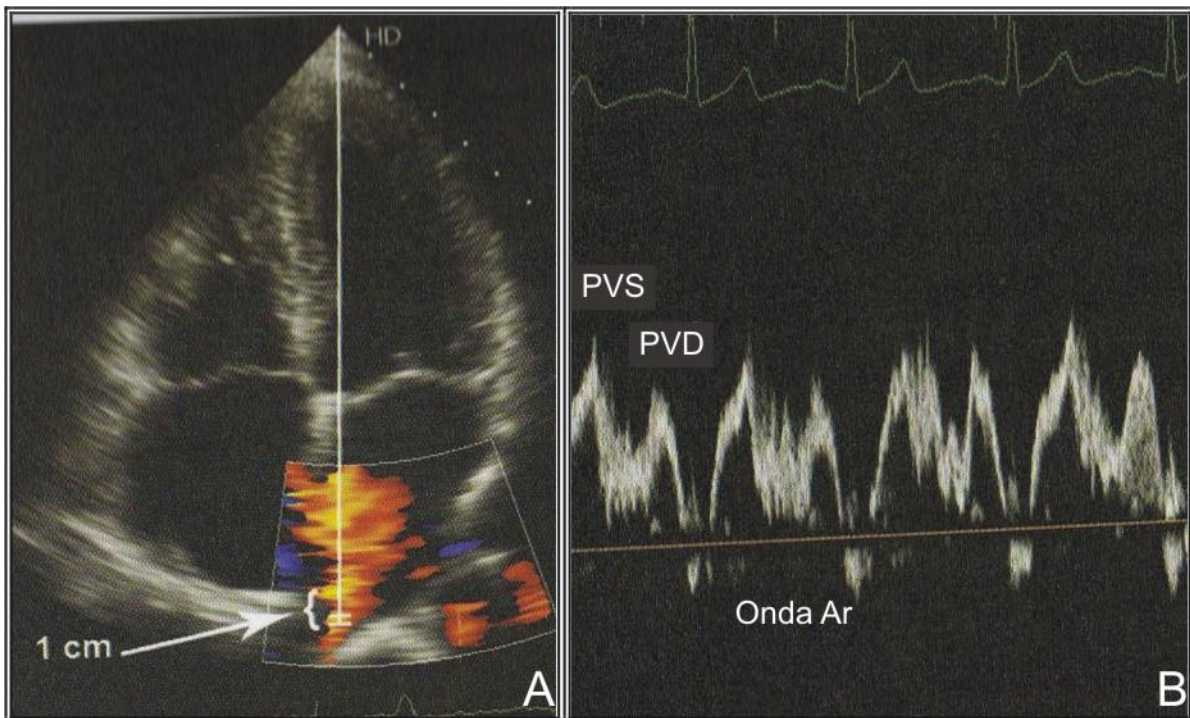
DOPPLERECARDIOGRAFIA DA VEIA PULMONAR DIREITA
